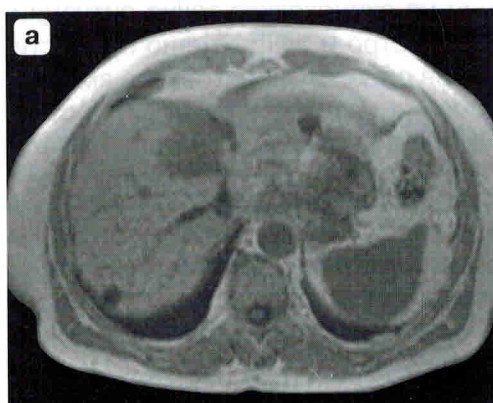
Кисты печени (МРТ): а – на T1 ВИ кисты гипоинтенсивны относительно паренхимы печени, структура их однородна; б – на T2 ВИ кисты гиперинтенсивны.
